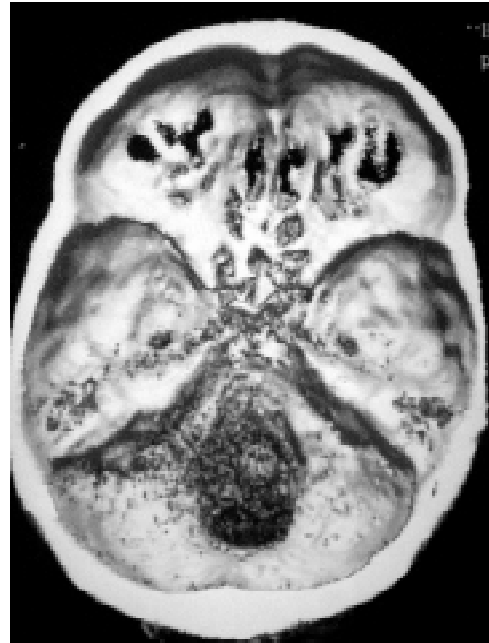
Reconstrucción 3D de tomografía de cráneo con software de sombreado de superficie.
